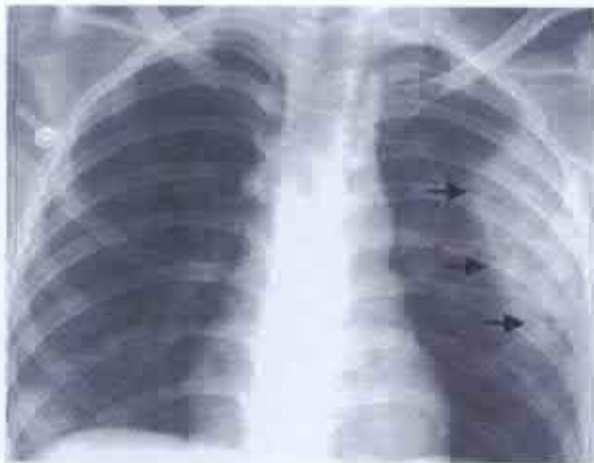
Radiografie toracică (după Tovar J.A., 2008). Zonă de contuzie pulmonară a plămânului stâng (săgeți).
